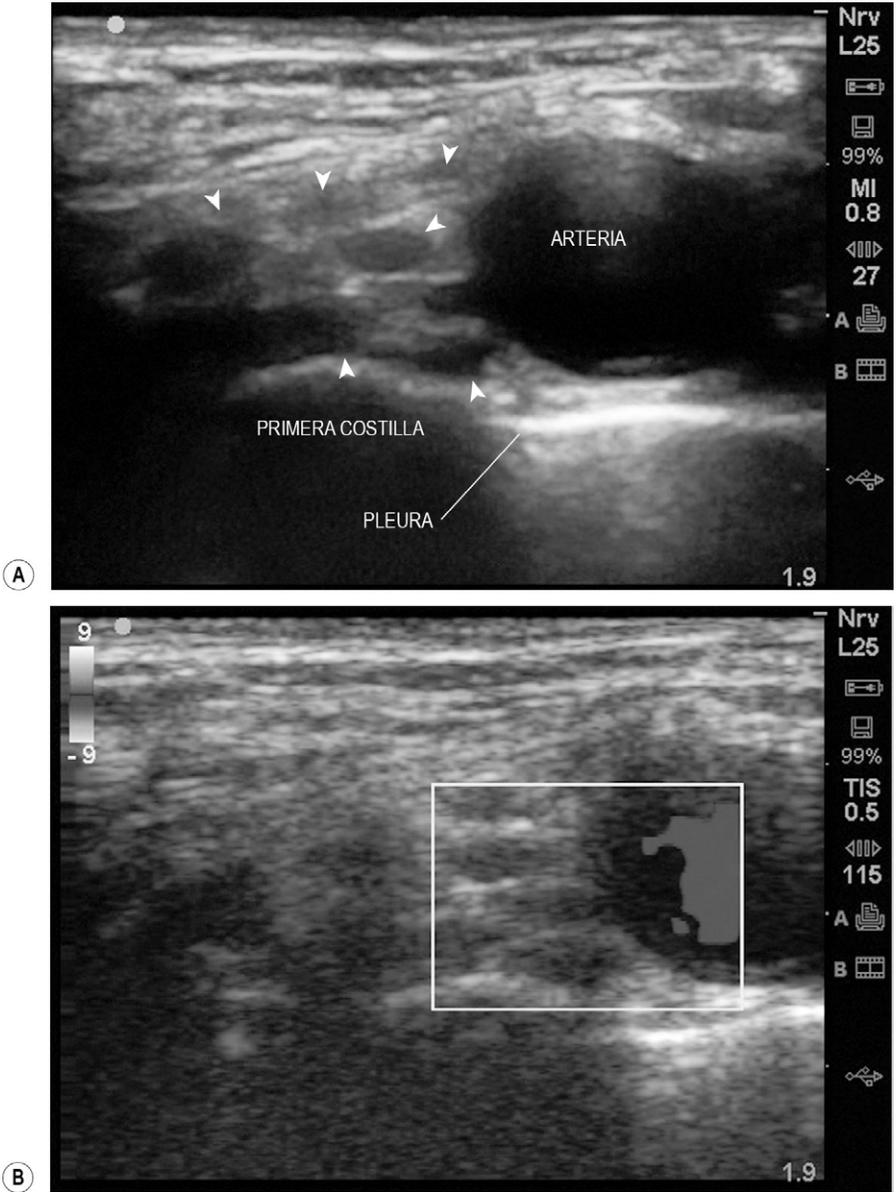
Bloqueo supraclavicular, imágenes ecográficas. (A) Modo B: troncos del plexo braquial (flecha). (B) Ecografía Doppler.
